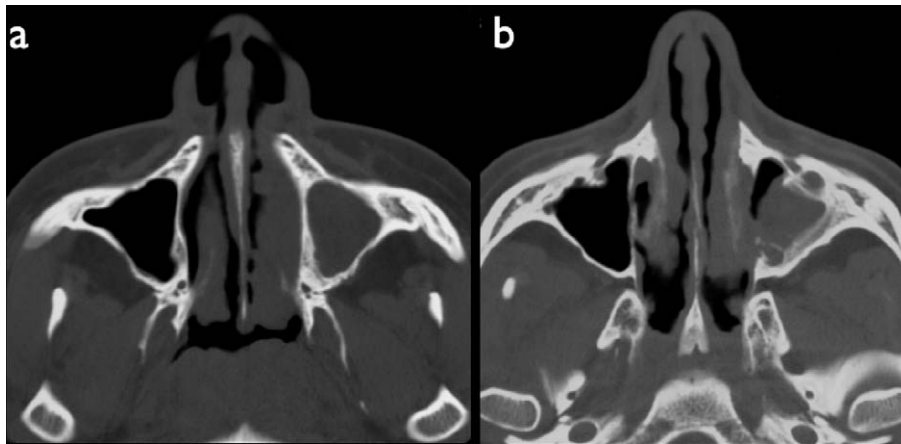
TDM coupes axiales. Patiente de 41 ans : a : nombreux nodules sur le septum et les cornets inférieurs avec un comblement du sinus maxillaire gauche ; b : même patiente deux ans plus tard : nodules confluents sur le septum et les cornets inférieurs donnant un aspect festonné à la muqueuse. Séquelles chirurgicales au niveau du sinus maxillaire gauche.
